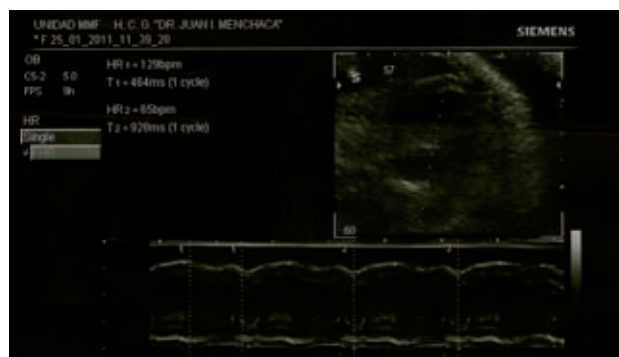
Ultrasonografía prenatal que muestra una disociación completa de la conducción auriculoventricular. La frecuencia ventricular es de 65 por minuto; mientras que la frecuencia auricular es de 129 por minuto.
